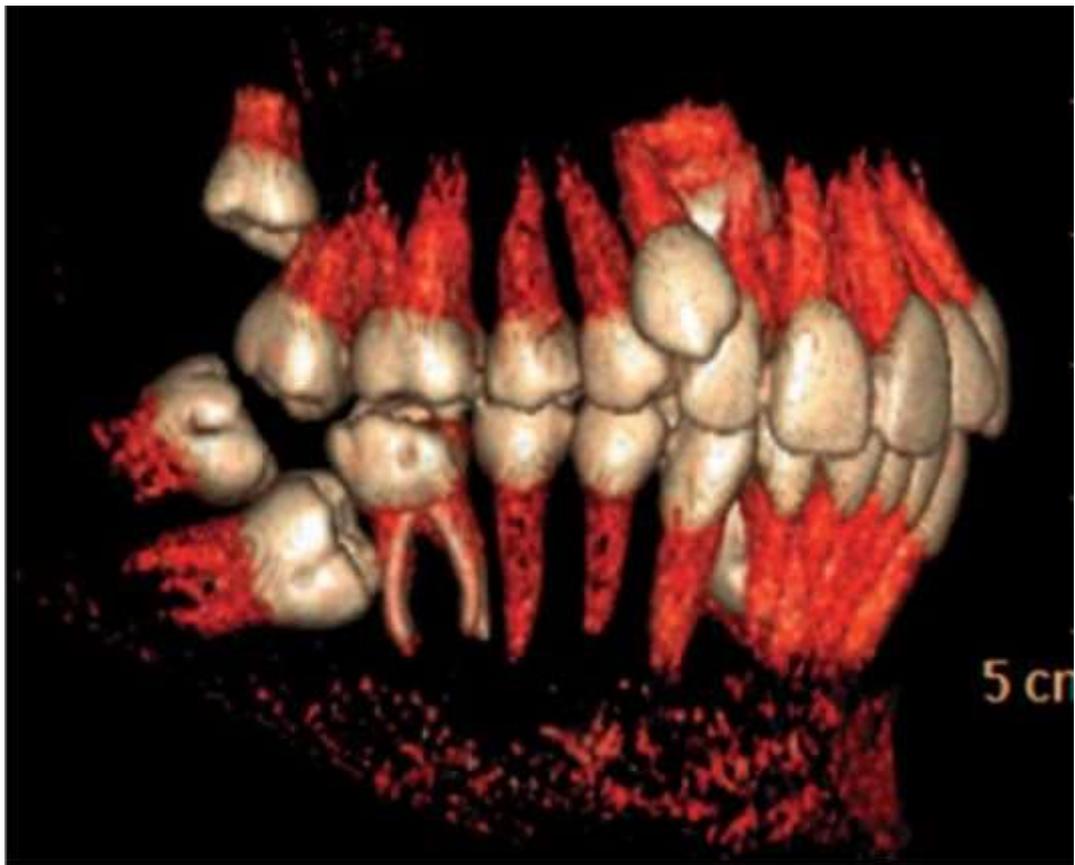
Конусно-лучевая компьютерная томография. 3D-реконструкция. Ретенция и дистопия 1.8, 1.3, 2.8, 3.7, 3.8, 4.7, 4.8
